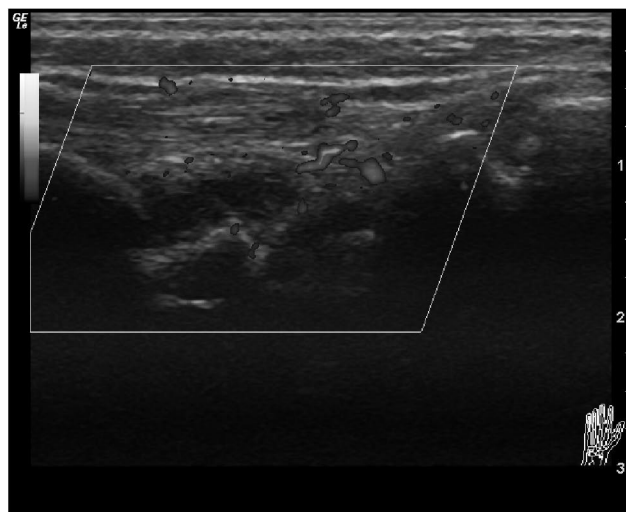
A1. Aktywność zapalna błony maziowej oceniana w badaniu ultrasonograficznym Power-Doppler (PD) w obrębie prawego i lewego stawu nadgarstkowego u 29-letniej chorej z chorobą Still'a u dorosłych. Obraz A przed leczeniem glikokortykosteroidami. Prawy staw nadgarstkowy – aktywność oceniana w PD – 3 stopień.
